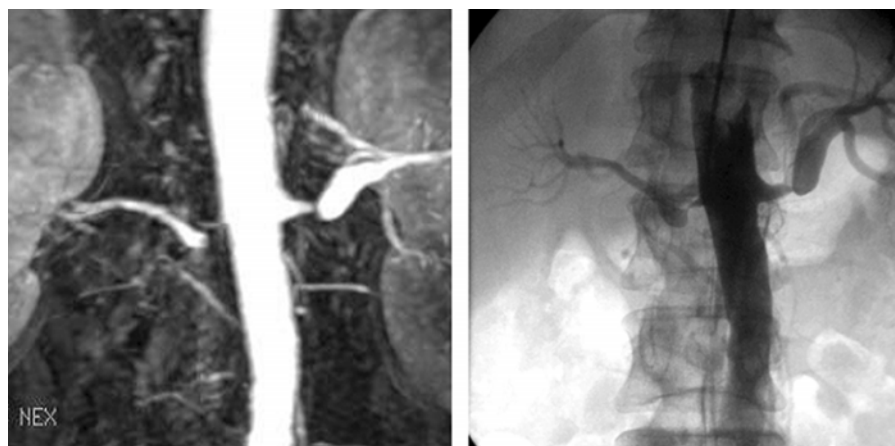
Comparação entre a angiorressonância de artérias renais (à esquerda) e angiografia digital invasiva (à direita). Observe a clara visualização das lesões estenóticas graves bilateralmente tanto na angiorressonância de artérias renais como na angiografia digital. Nota-se importante dilatação pós-estenótica na artéria renal esquerda.
